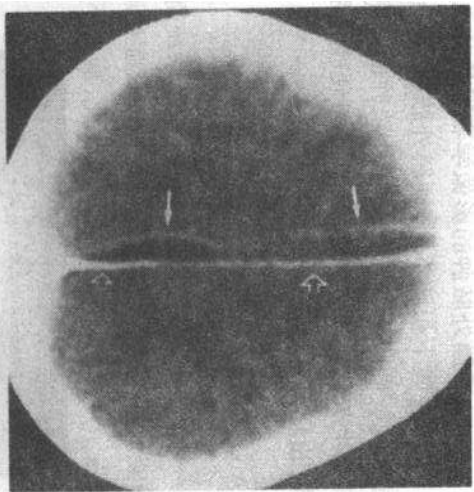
细菌性硬膜下积液，一个6岁儿童脑膜炎的并发症。增强CT扫描显示积液的一边为大脑镰（开口箭头），另一边为异常增强的脑膜（直箭头）
